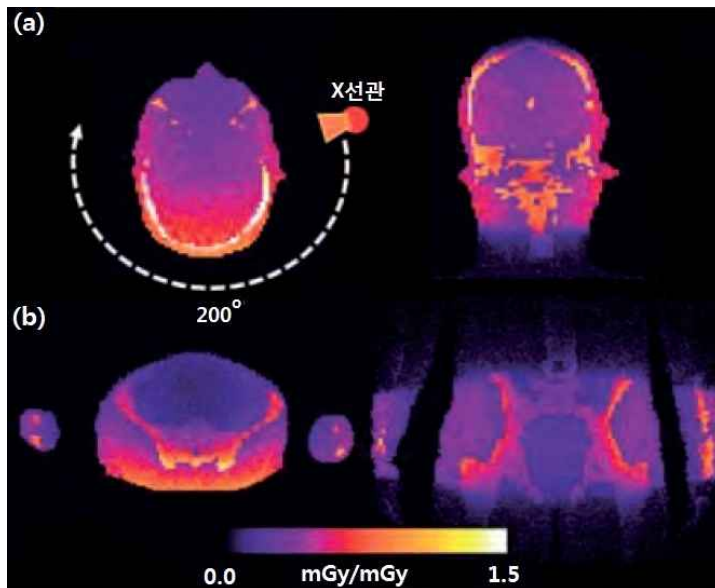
MDCT에 비해 CBCT는 대개 반회전(180°에 뿔각 추가) 스캔으로 수행된다. 그래서 스캔각도의 위치가 환자 체내 선량분포에 크게 영향을 미친다(Kyriakou 등 2008a). <역주> 실제 임상 영상은 아니며 몬테칼로 모사로 구현한 것이다. 제한 각 투영을 통해 (a) 두개저부 촬영에서 눈 선량을 (b)는 골반촬영에서 복부 선량을 감축할 수 있음으로 보인다.
